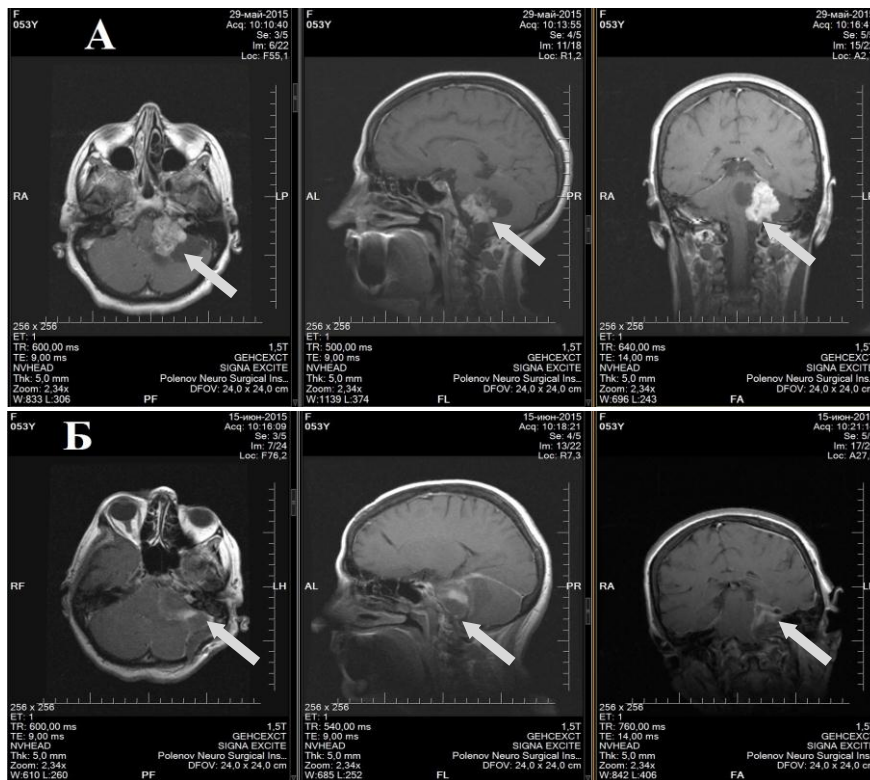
КВШ II типа. Предоперационная МРТ – опухоль указана стрелкой (А) и послеоперационный контроль – опухоль удалена субтотально (Б) (пациент С-ик , 59 лет ИБ 2176-13)
